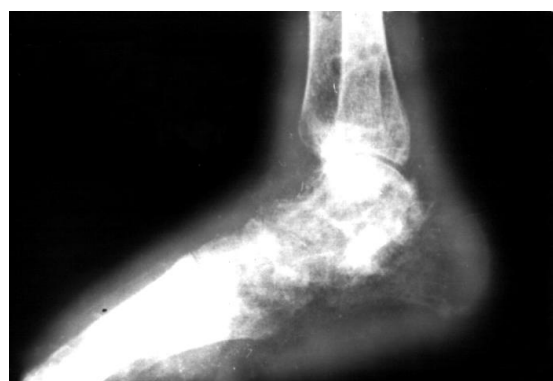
Рентгенограмма стопы больной после лечения
